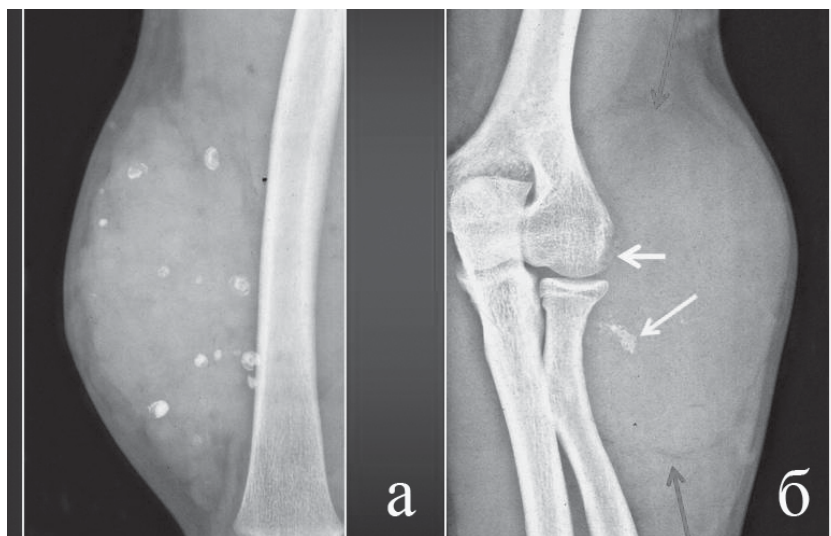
Безэкранные рентгенограммы: а) кавернозная гемангиома в мягких тканях бедра. В подкожной клетчатке конгломерат сосудистых клубочков, разделенных тонкими жировыми прослойками. Множественные разнокалиберные флеболиты. Кожа интактна. б) синовиальная саркома в области локтевого сустава. Параартикулярная нечетко очерченная опухоль повышенной плотности с обызвествлением (стрелка), краевая узура на латеральном контуре эпифиза плечевой кости (короткая стрелка).
